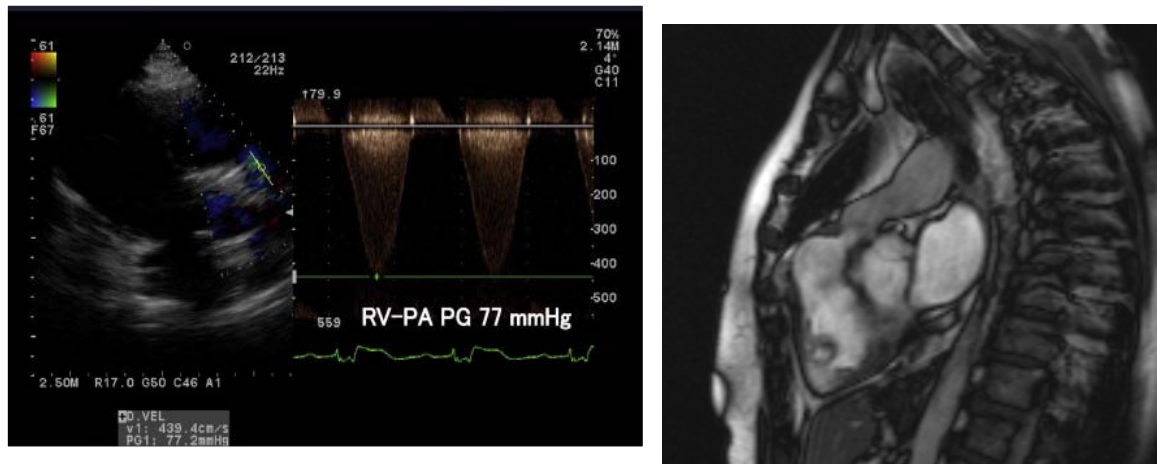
SPR à l'échocardiographie[21] Figure 30 : SPR sur IRM cardiaque[21]
